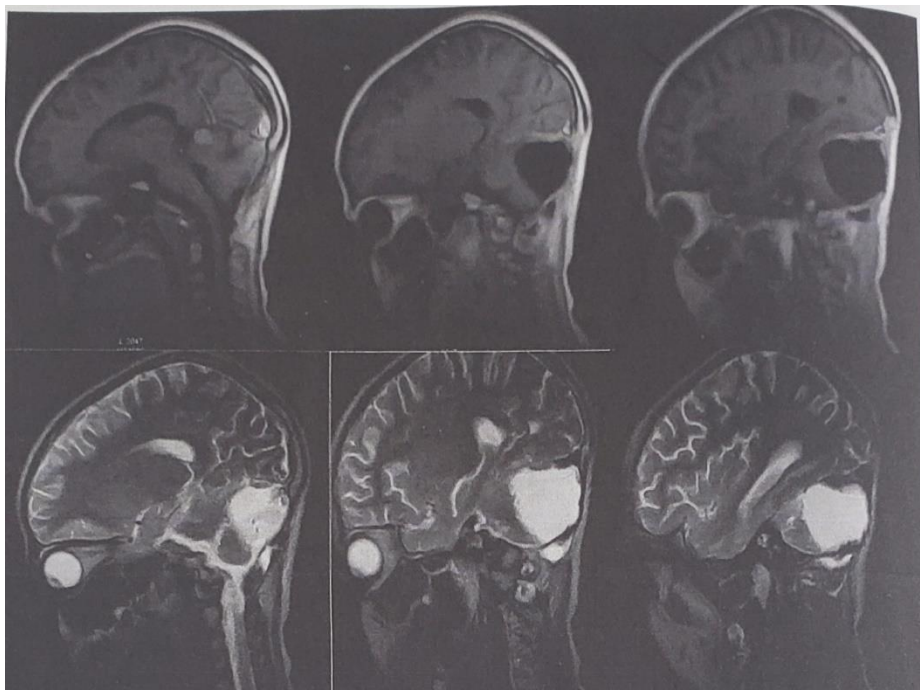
b) Resonancia Magnética. Vista sagital
